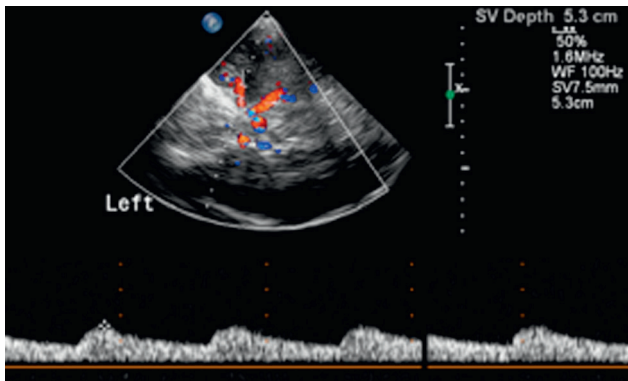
Amortissement du flux Doppler en M1. Source : M. Sprynger
